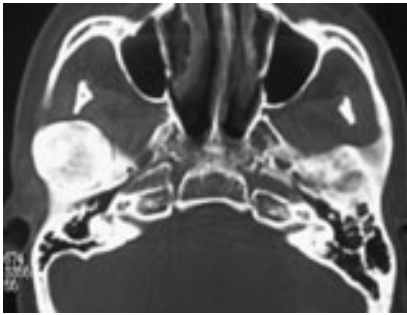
Tomografía computarizada que muestra la zona involucrada.
